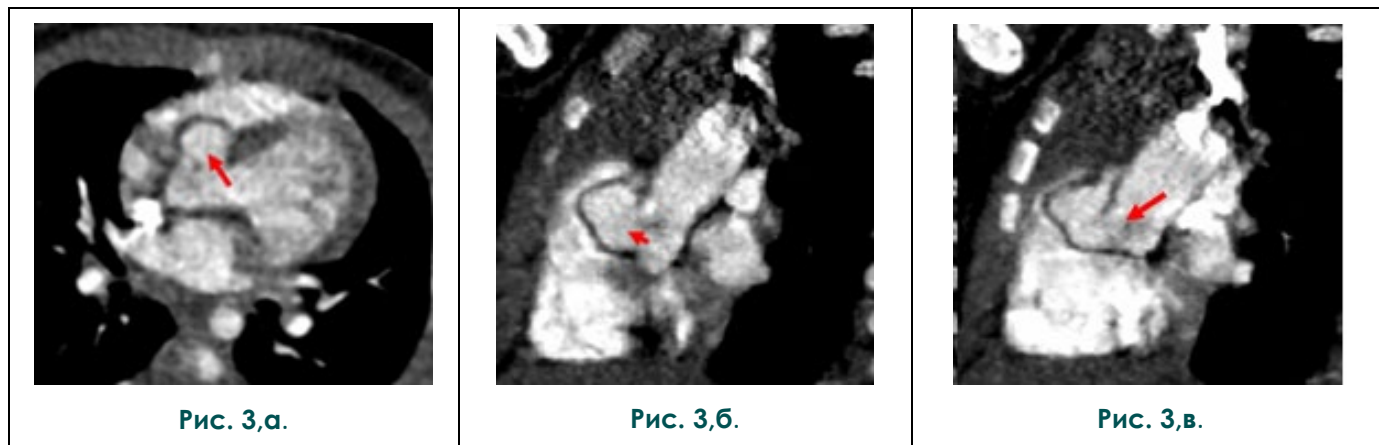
Мультидетекторная компьютерная томография с внутривенным контрастированием.
